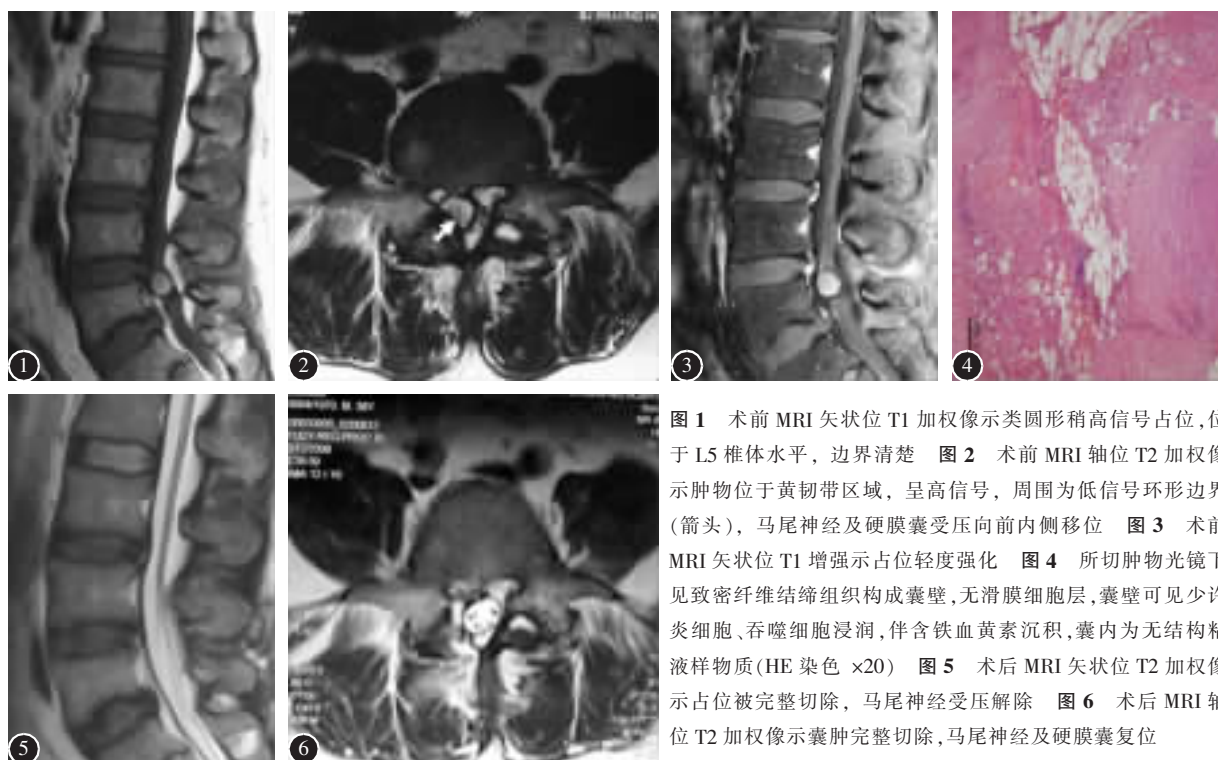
术前 MRI 矢状位 T1 加权像示类圆形稍高信号占位, 位于 L5 椎体水平, 边界清楚 图2 术前 MRI 轴位 T2 加权像示肿物位于黄韧带区域, 呈高信号, 周围为低信号环形边界 (箭头), 马尾神经及硬膜囊受压向前内侧移位 图3 术前 MRI 矢状位 T1 增强示占位轻度强化 图4 所切肿物光镜下见致密纤维结缔组织构成囊壁, 无滑膜细胞层, 囊壁可见少许炎症细胞、吞噬细胞浸润, 伴含铁血黄素沉积, 囊内为无结构粘液样物质 (HE 染色 $\times 20$) 图5 术后 MRI 矢状位 T2 加权像示占位被完整切除, 马尾神经受压解除 图6 术后 MRI 轴位 T2 加权像示囊肿完整切除, 马尾神经及硬膜囊复位
